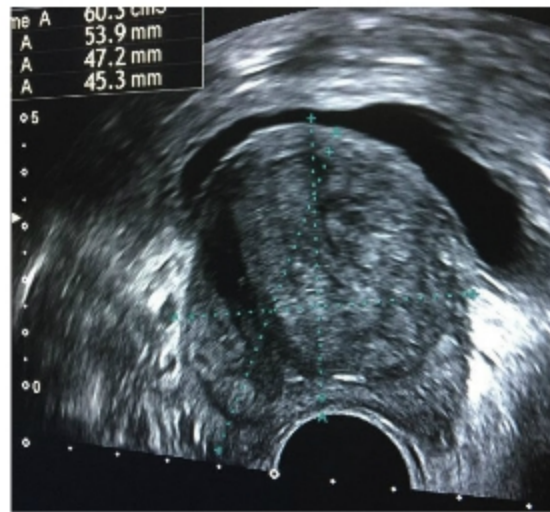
e12. Mesure du volume prostatique par échographie endorectale.
